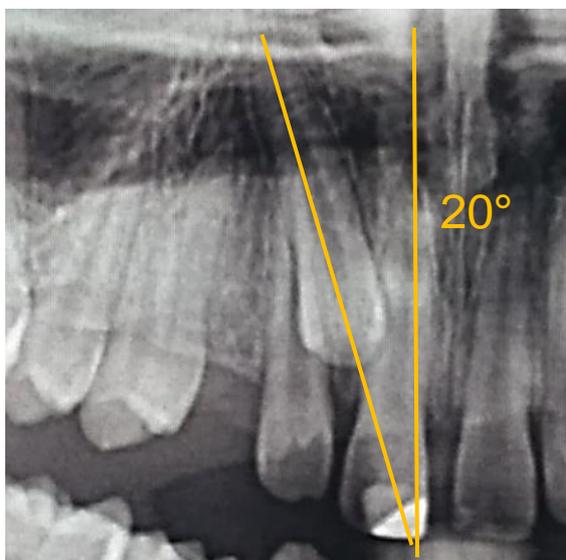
Radiografia panorâmica ilustrando o ângulo do canino em 20°
